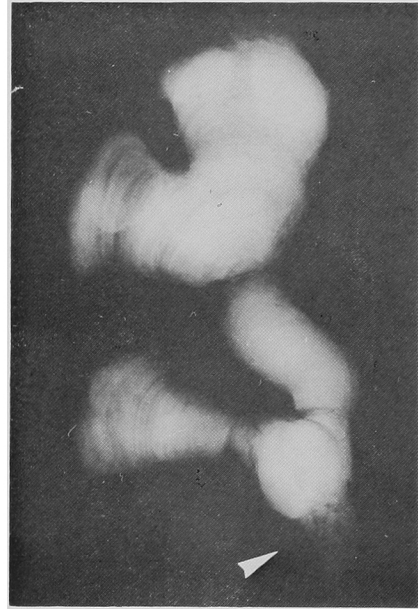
Roentgenograph of a staghorn calculi shows laminal structure of peripheral layers and irregular structure of nucleus (arrow)
